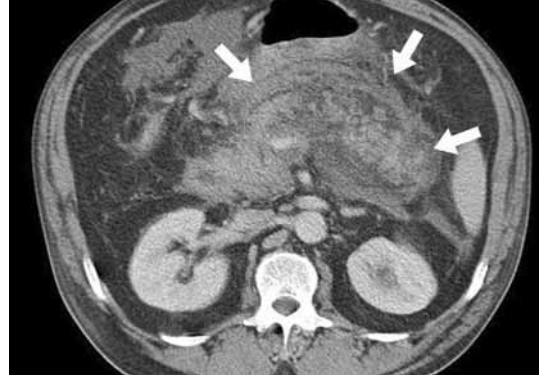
Pancreatitis aguda exudativa. Examen TC tras administración de contraste intravenoso en paciente con antecedentes de alcoholismo que ingresa por dolor abdominal e hiperamilasemia. El páncreas se encuentra agrandado de forma difusa con borramiento de sus contornos e importante exudado peripancreático.
